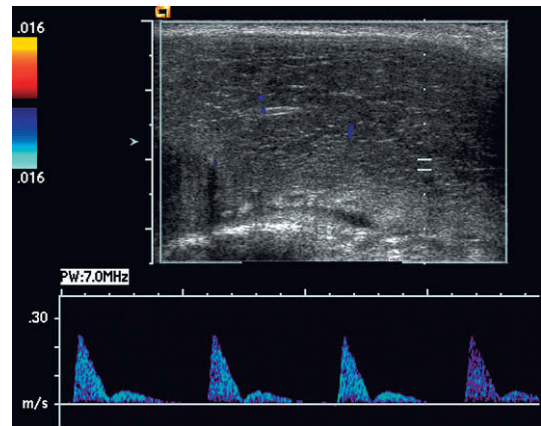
Trazado Doppler espectral a comienzos de la fase tumescente. La onda sistólica aparece estrechada en forma de un pico agudo. La velocidad diastólica disminuye y se aprecia una muesca dicrótica protodiastólica.
